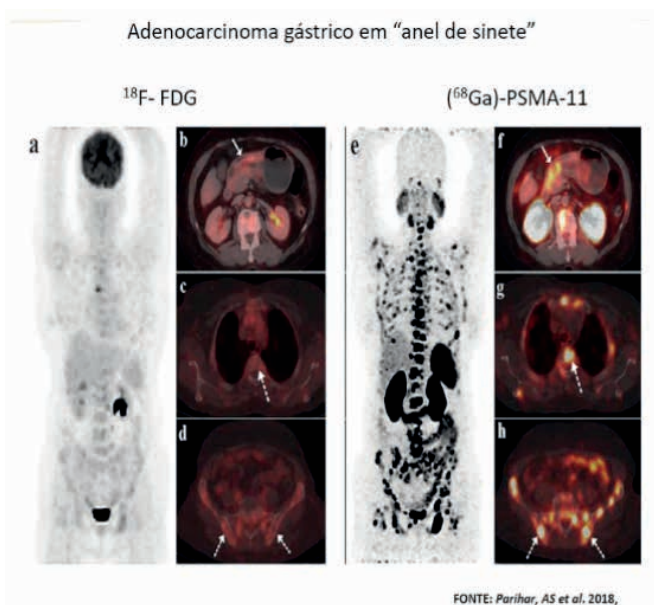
Captação maior de PSMA-11 do que de ^{18}F -FDG por metástases ósseas de carcinoma gástrico tipo “anel de sinete”
